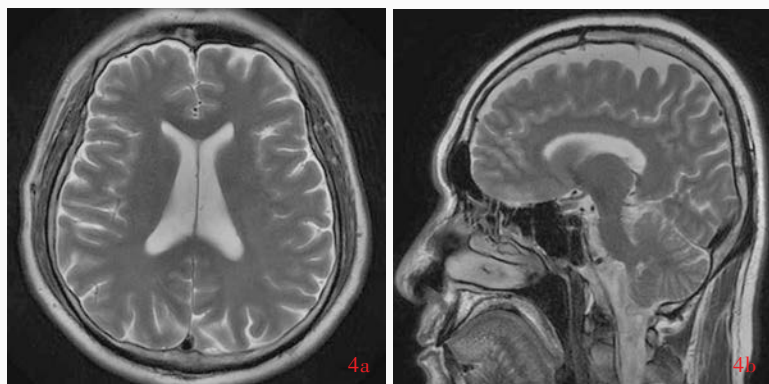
家系 2 先证者头部 MRI 显示脑萎缩 4a 横断面 T₂WI 4b 矢状位 T₂WI
